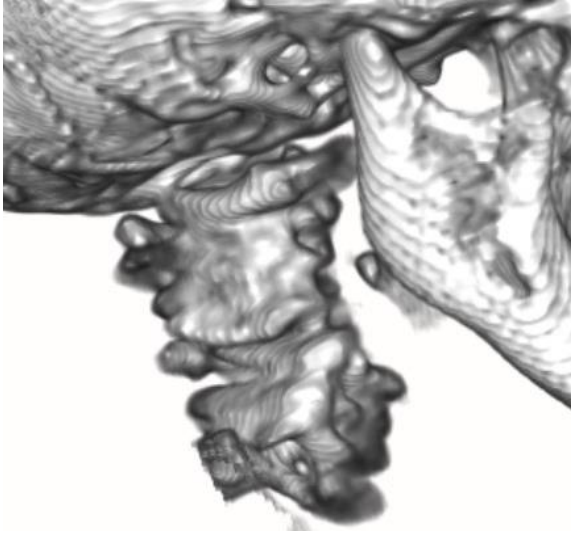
Individuo CNCR LA-2016.02.01. Vista lateral de vértebras fusionadas en TC.
